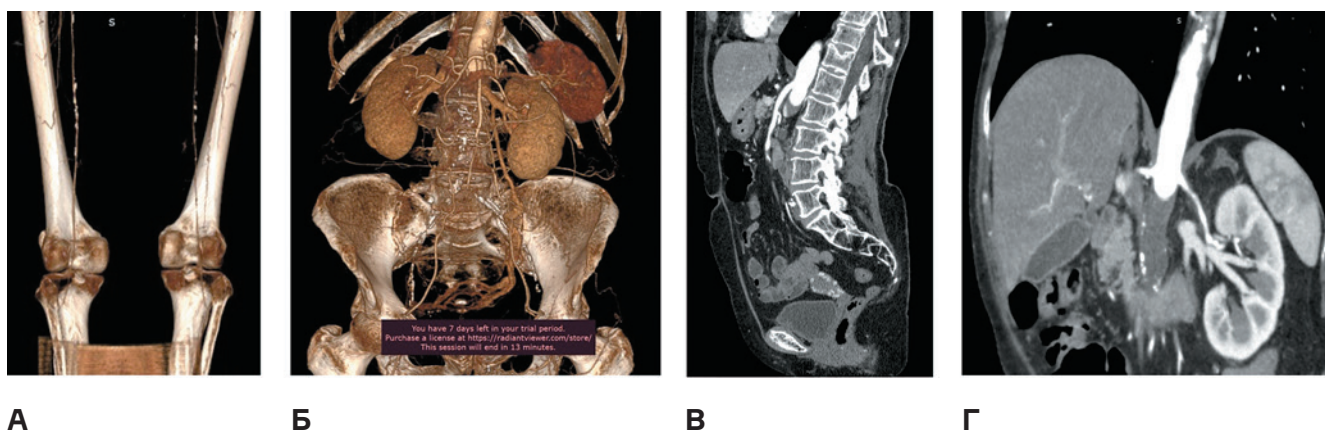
МСКТ-ангиография от 20.05.2022: А — нитевидное заполнение контрастным веществом поверхностных бедренных и подколенных артерий; Б — окклюзия брюшной аорты сразу ниже устьев почечных артерий; В — тромб расположен на 2 см ниже устья верхней брыжеечной артерии; Г — дистальнее устьев почечных артерий
